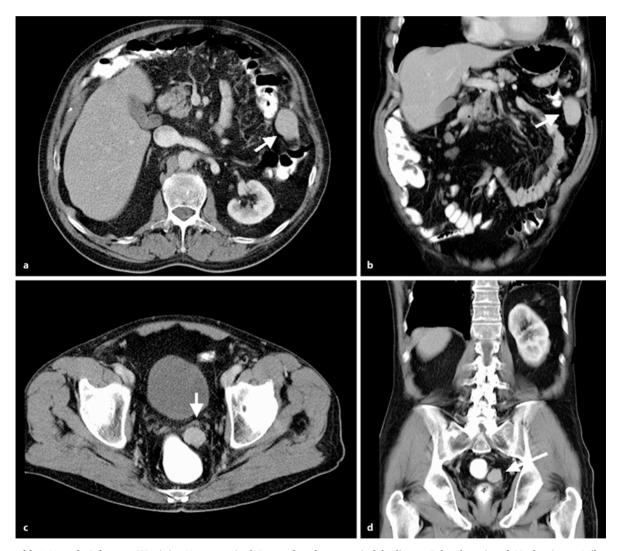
a – d. Splenose, CT mit i. v. Kontrastmittel. Zustand nach traumatisch bedingter Splenektomie. a, b Nachweis von Milzgewebe in der Milzloge. c, d Pararektal versprengtes Milzgewebe
